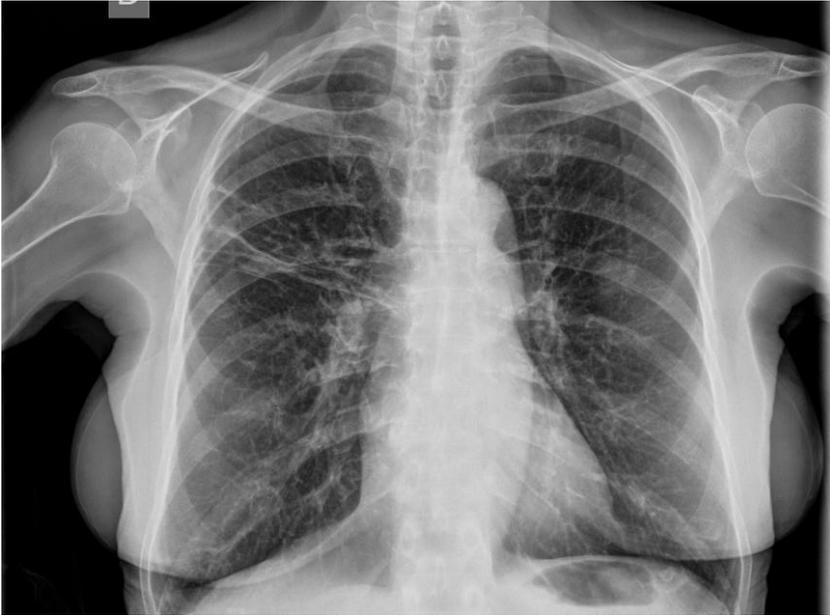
→ Opacidad en forma lineal en radiografía de tórax que nos puede hacer sospechar la presencia de Bronquiectasias.
